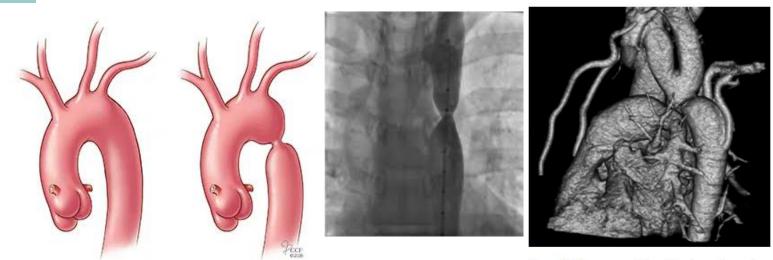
Severe coarctation of the descending aorta visualized on three-dimensional reconstruction images obtained with computed tomography angiography in an 11-year-old child with hypertension and diminished lower extremity pulses.
